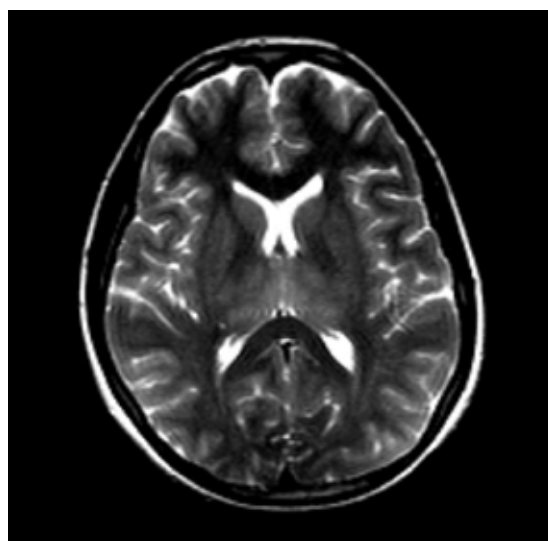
Hyperintensity in bilateral thalamic regions on T2/Flair MRI
